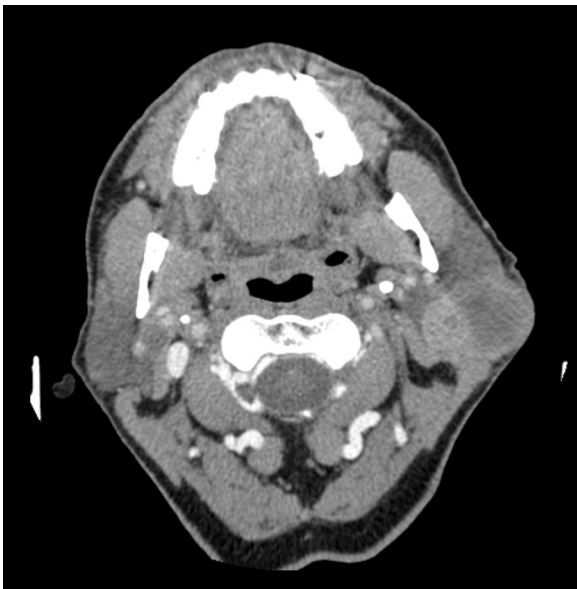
TC com contraste da glândula parótida. Tumor de parótida esquerda heterogeneamente contrastada, envolve ambos os lóbulos da glândula.
